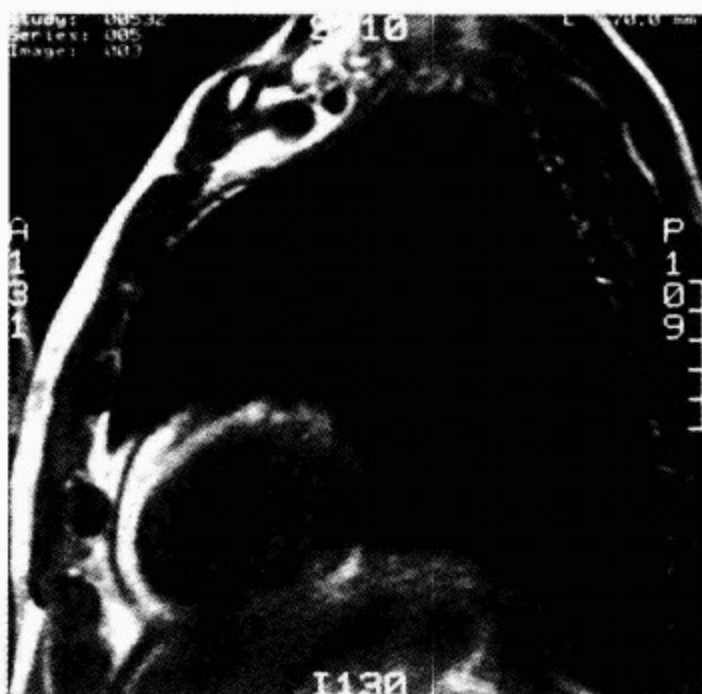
一缩窄性心包炎患者的 MRI 成像
